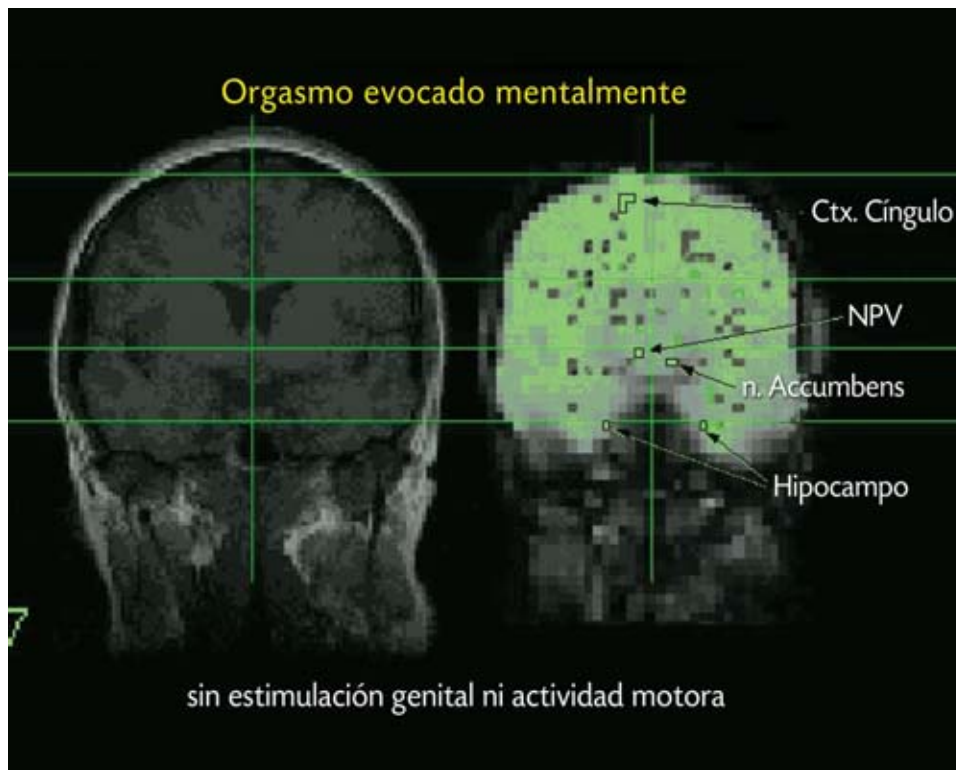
La figura de la derecha muestra la imagen obtenida por resonancia magnética funcional del cerebro de una mujer (al nivel del prosencéfalo) durante un orgasmo obtenido únicamente con la fantasía, sin estimulación genital. A la izquierda la imagen del cerebro al nivel donde se registra la resonancia magnética. Se puede notar la activación de varias regiones cerebrales que característicamente se activan durante un orgasmo por autoestimulación genital; véase Figura 2 (con autorización de Brain Research).
